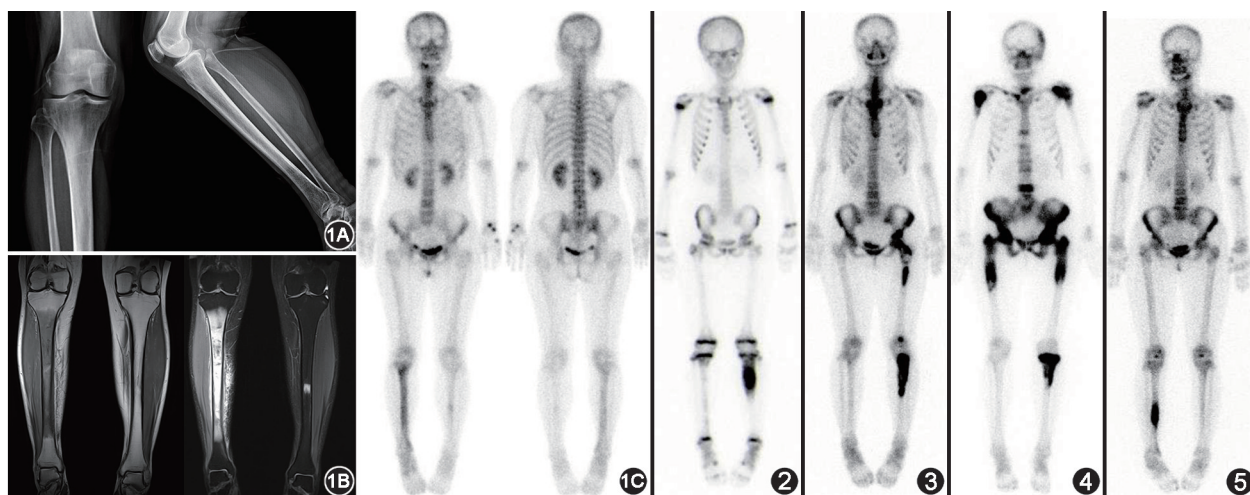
胫骨病变患者(女,59 岁)膝关节及胫腓骨 X 线平片、双小腿 MRI 图及⁹⁹Tc^m-亚甲基二膦酸盐(MDP)全身骨显像图 1A. X 线平片见右膝关节骨质疏松、轻度骨质增生,右侧腓骨远端骨质欠规则,右侧胫骨未见明显异常;1B.双小腿 MRI 示右侧胫骨干大片状 T₁ 低 T₂ 高信号,内见散在 T₁ 低 T₂ 低信号,周围肌间隙及皮下多发 T₂ 高信号,左侧胫骨中段散在小片状 T₁ 低 T₂ 高信号;1C.全身骨显像见右侧胫骨干显像剂摄取不均匀增高,左侧胫骨中段亦见一显像剂摄取稍增高灶
